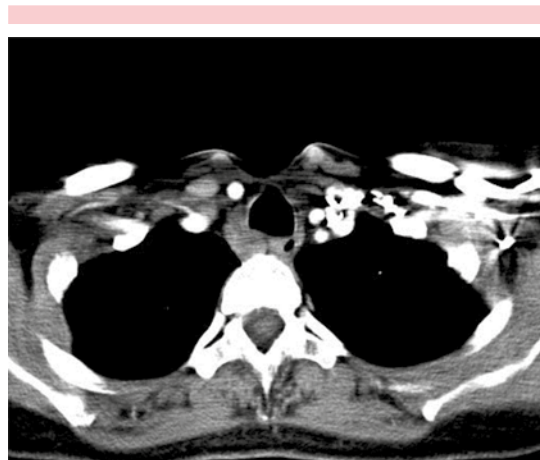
Tomografía toraco-abdominal que muestra numerosos ganglios mediastinales supra, infracarinales y parabrónquiales, con lesiones hipodensas en el bazo, sólo observables en fase contrastada.
